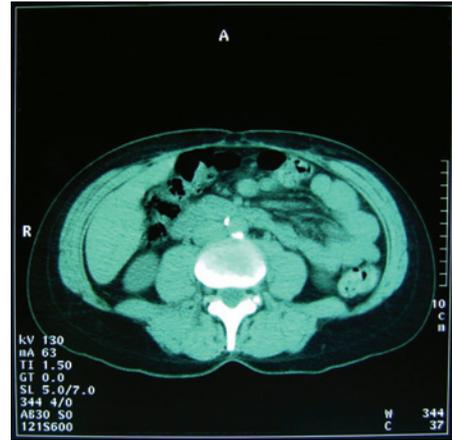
Tomografia computadorizada de paciente aos 10 meses de pós-operatório.
